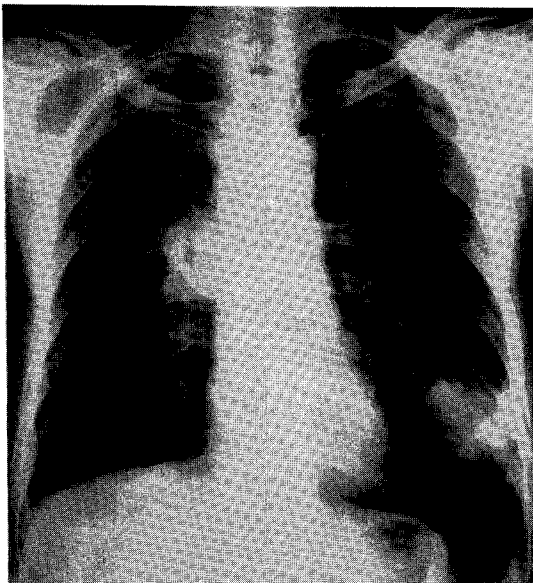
Simple chest roentgenology;Chest PA reveals irregularly margined egg-sized increased density on right hilar area and another egg-sized relatively well margined mass density on left lower lobe.
